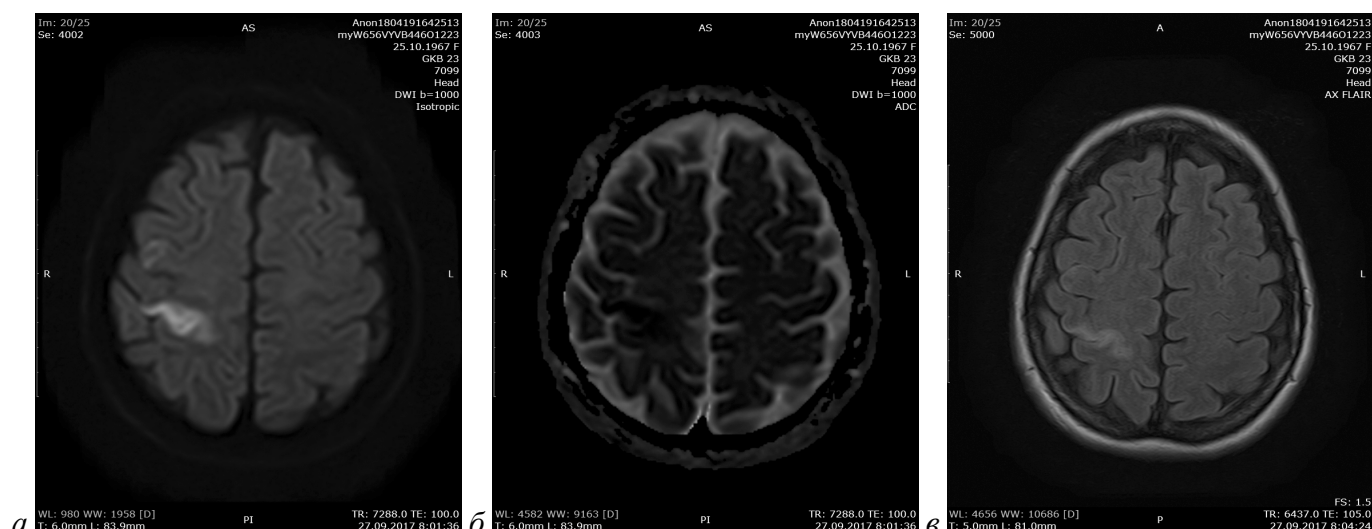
МРТ головного мозга. Определяются признаки инфаркта головного мозга в кортикальных отделах правой теменной области: признаки истинного ограничения диффузии в режимах DWI (а) и ADC (б), повышение МР-сигнала в режиме Flair (в)
